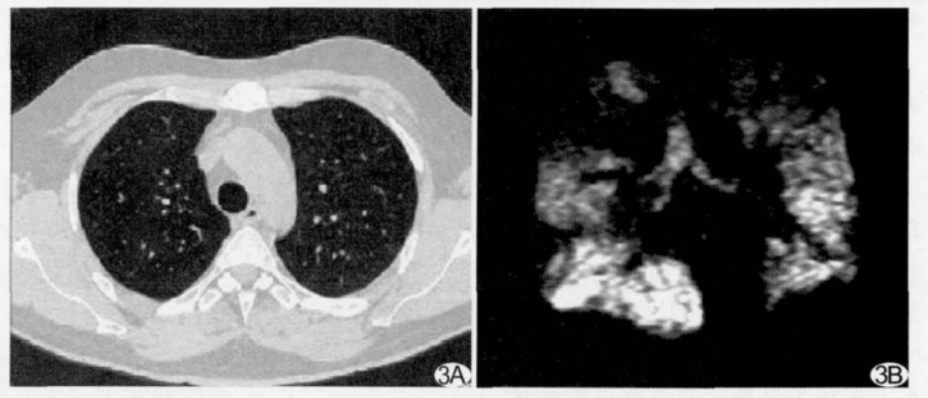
阻塞性细支气管炎的患者早期的高分辨率 CT(A)与<sup>3</sup>He MR 检查(B)结果对比<sup>[10]</sup>
